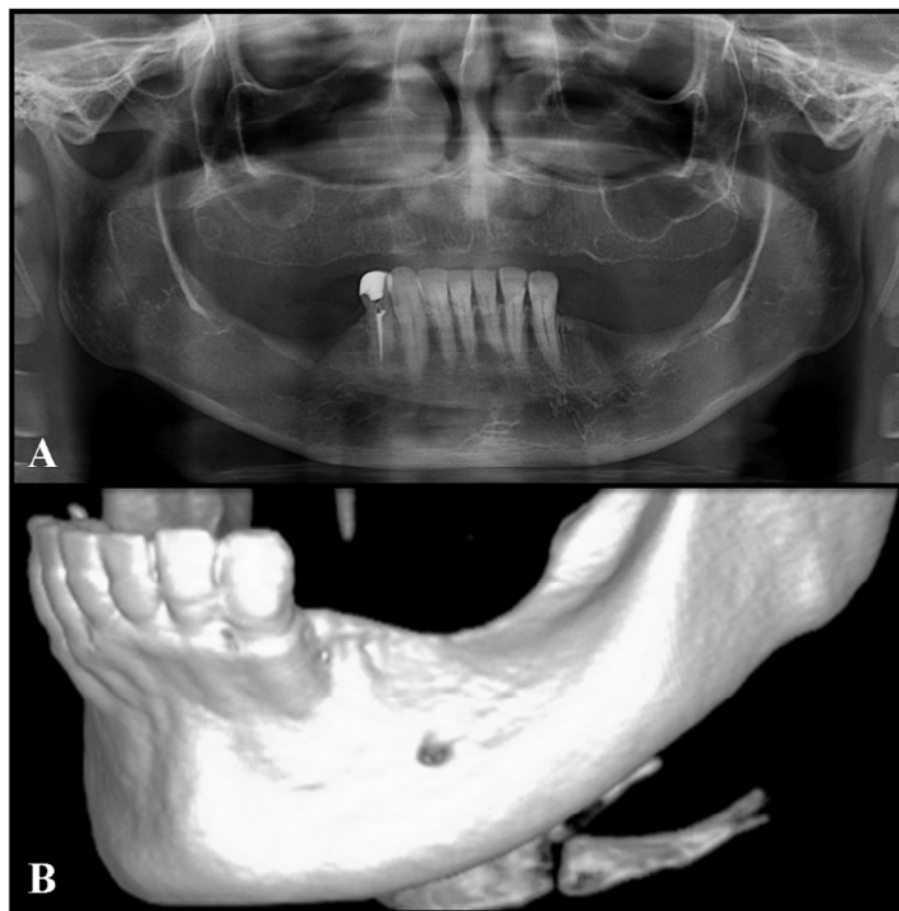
Exames de imagem. A) Radiografia panorâmica, B) Tomografia com reconstrução 3D do mesmo paciente. Presença de remanescente da crista do rebordo alveolar mandibular posterior atrófico e deficiência em espessura e altura.
